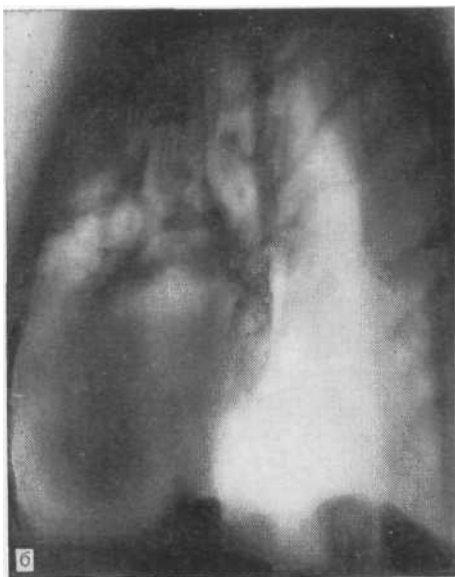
Томограммы (а, б). Разветвленные ретенционные кисты. Операция.
